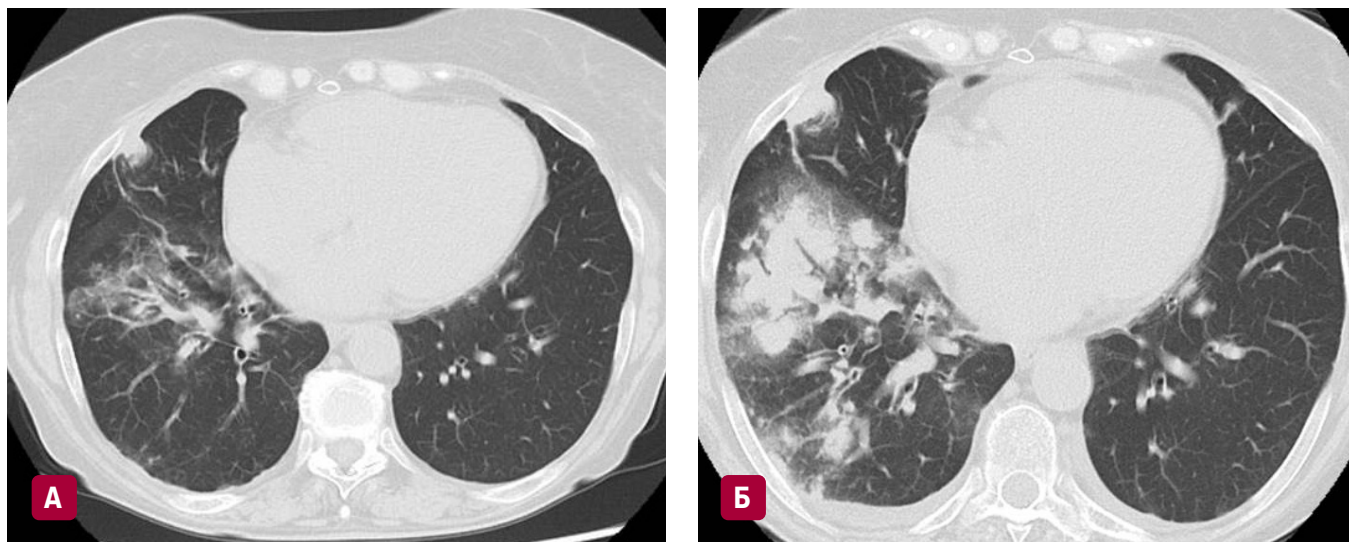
Компьютерная томография органов грудной клетки пациентки В.:
